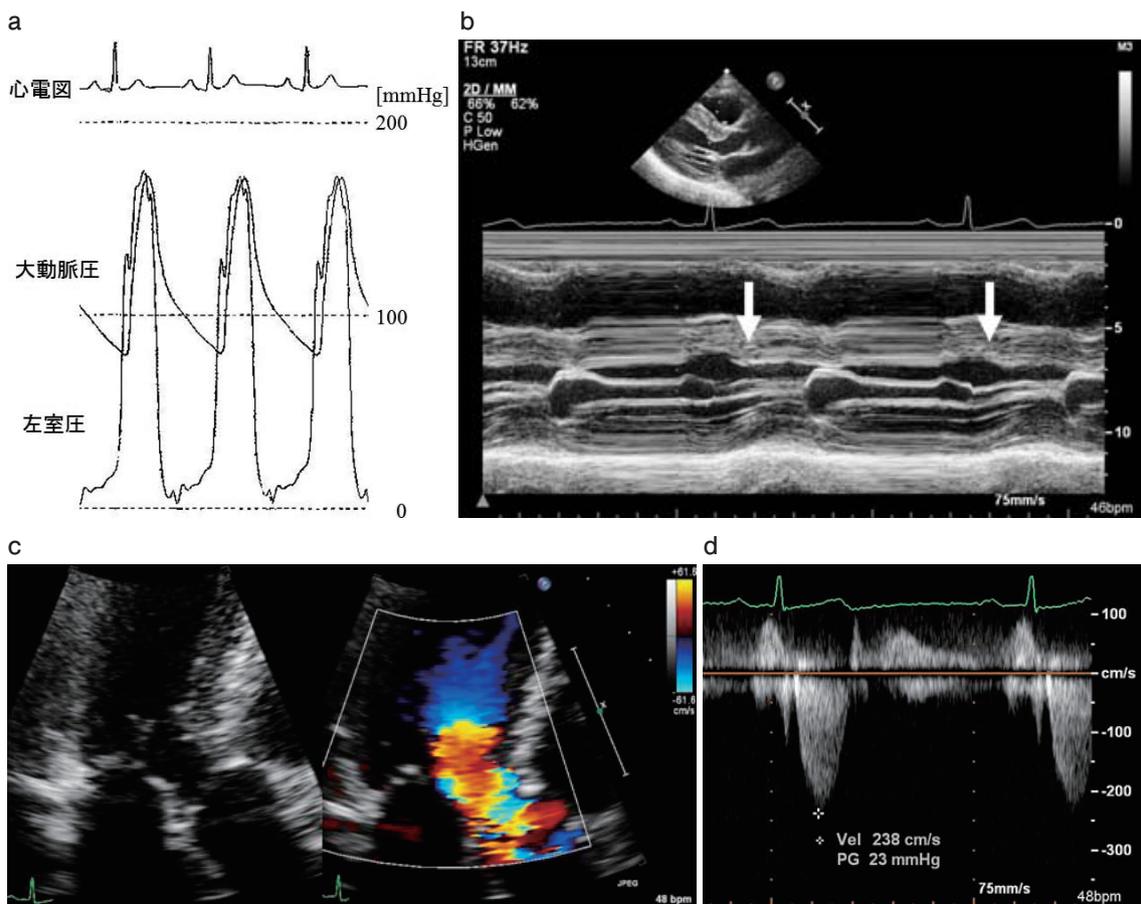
絶食，補液後に施行した心臓カテーテル検査と同じ条件下で行った心臓超音波検査。
